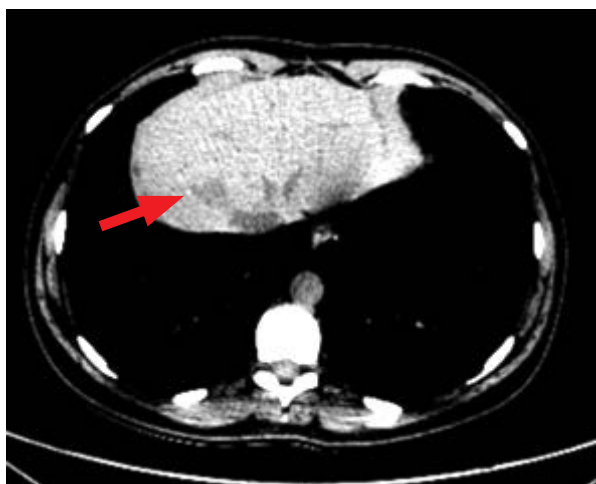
МРТ органов брюшной полости 23.01.2013 г.: в печени очаг метастатического поражения без динамики по сравнению с 2012 г. (до начала 2 линии терапии)
